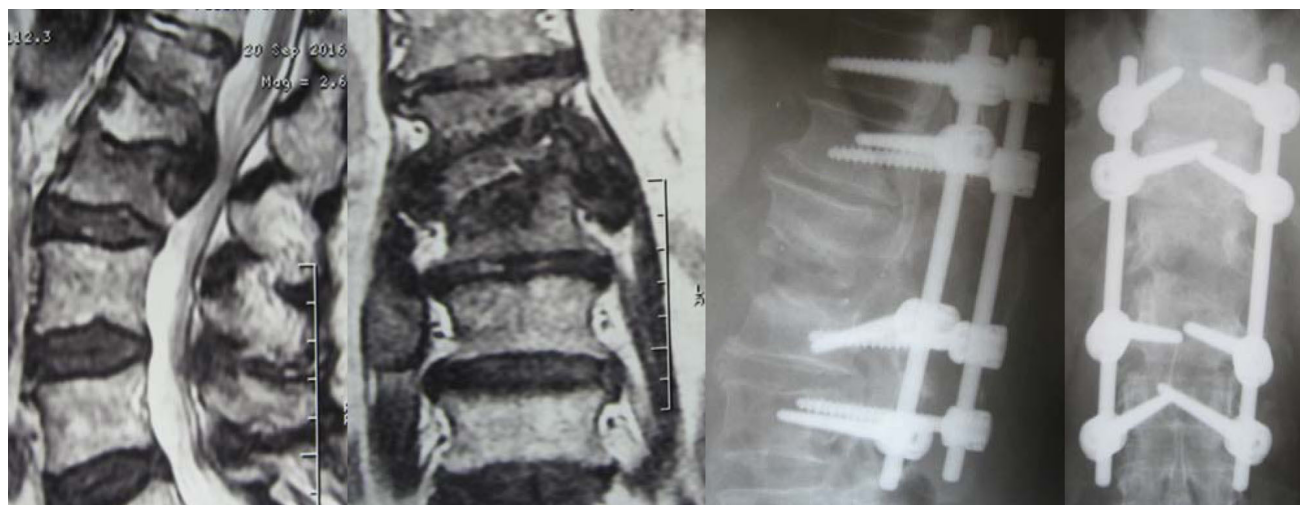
Больной Ф., 54 лет. Спондилордисцит L1 и L2 позвонков. Фотоотпечатки МРТ-исследования до операции и радиологического контроля после выполнения оперативного декомпрессивно-стабилизирующего вмешательства.
